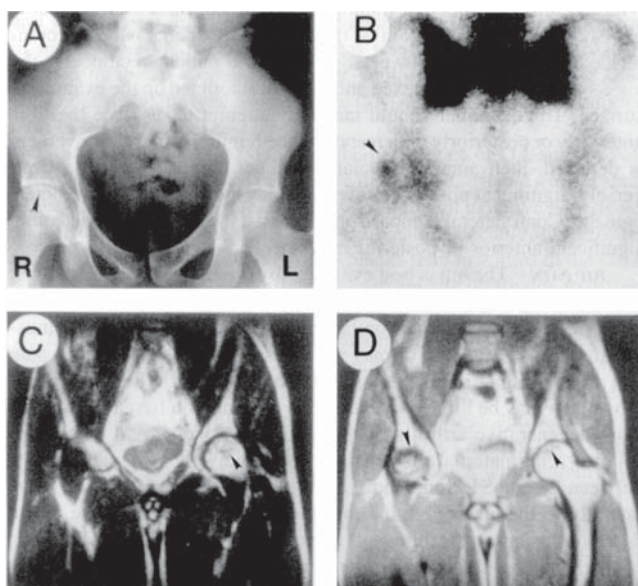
Sensibilitate crescută a rezonanței magnetice nucleare în diagnosticul osteonecrozei de cap femural. Un bărbat de 25 de ani cu tratament cu glucocorticoizi în doze mari pentru purpură trombocitopenică idopatică a dezvoltat durere bilaterală la nivelul șoldurilor. Radiografia convențională (A) demonstrează modificări doar la nivelul șoldului drept corespunzătoare stadiului II de osteonecroză (săgeată). (RMN) demonstrează captare crescută doar la nivelul șoldului drept (săgeată). RMN de tip spin-echo (C și D) demonstrează semnale de densitate joasă la nivelul capului femural bilateral (săgeți), indicând osteonecroză bilaterală.
